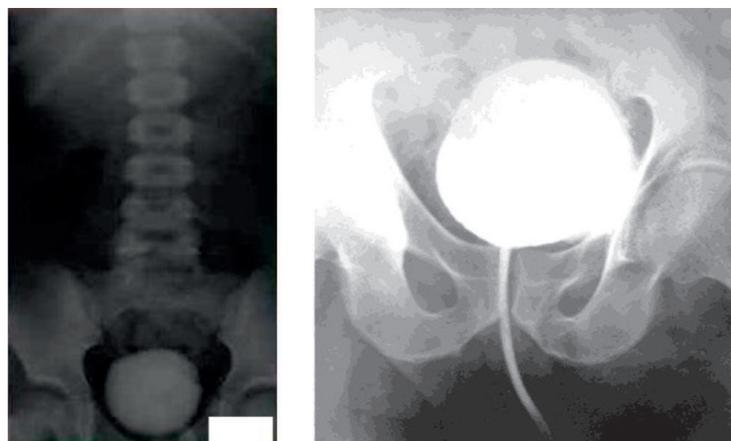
Цистография в позднем периоде нейростимуляции (6-12 месяцев) в динамике. На рентгенограмме определяется нормализация объема мочевого пузыря и купирование явлений рефлюкса
